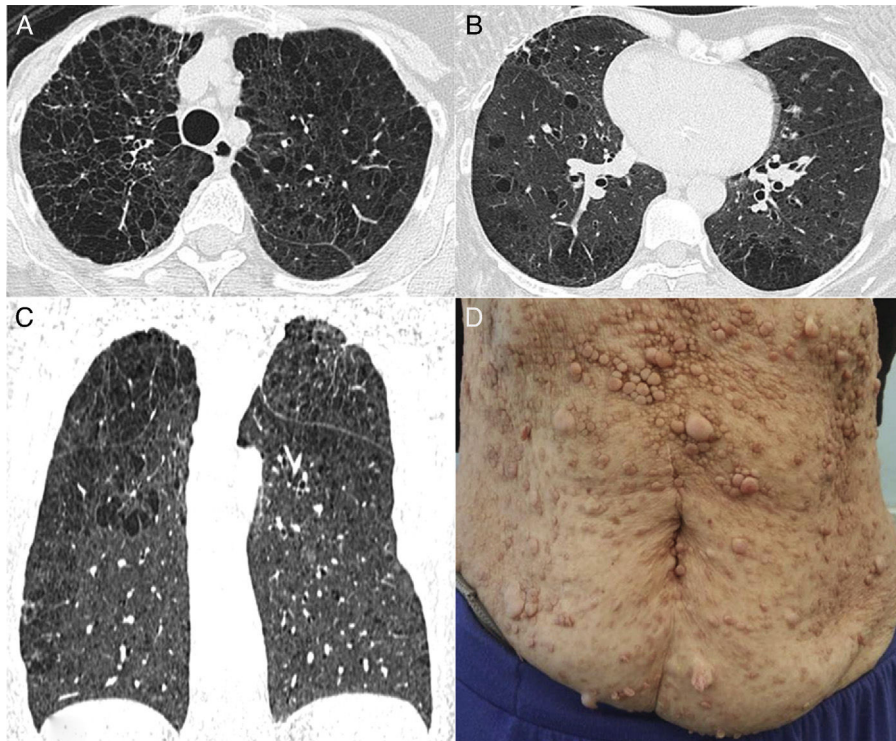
Axial chest CT images obtained with lung window settings at the levels of the upper lobes (A) and lower pulmonary veins (B), and coronal reconstruction (C) showing emphysema with upper lobe predominance and multiple scattered pulmonary cysts, predominantly in the right lung. Note also in (D) multiple cutaneous neurofibromas in the anterior thoracic wall.
